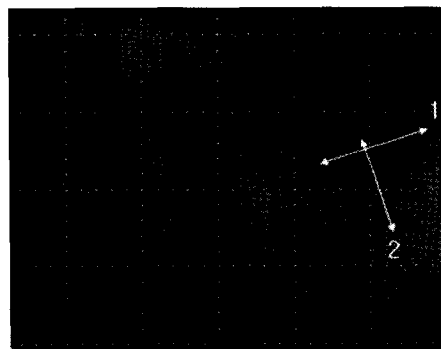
Radiographic alveolar bone defect measurement, 1: Tooth axis length, 2: Tooth axis perpendicular length.
